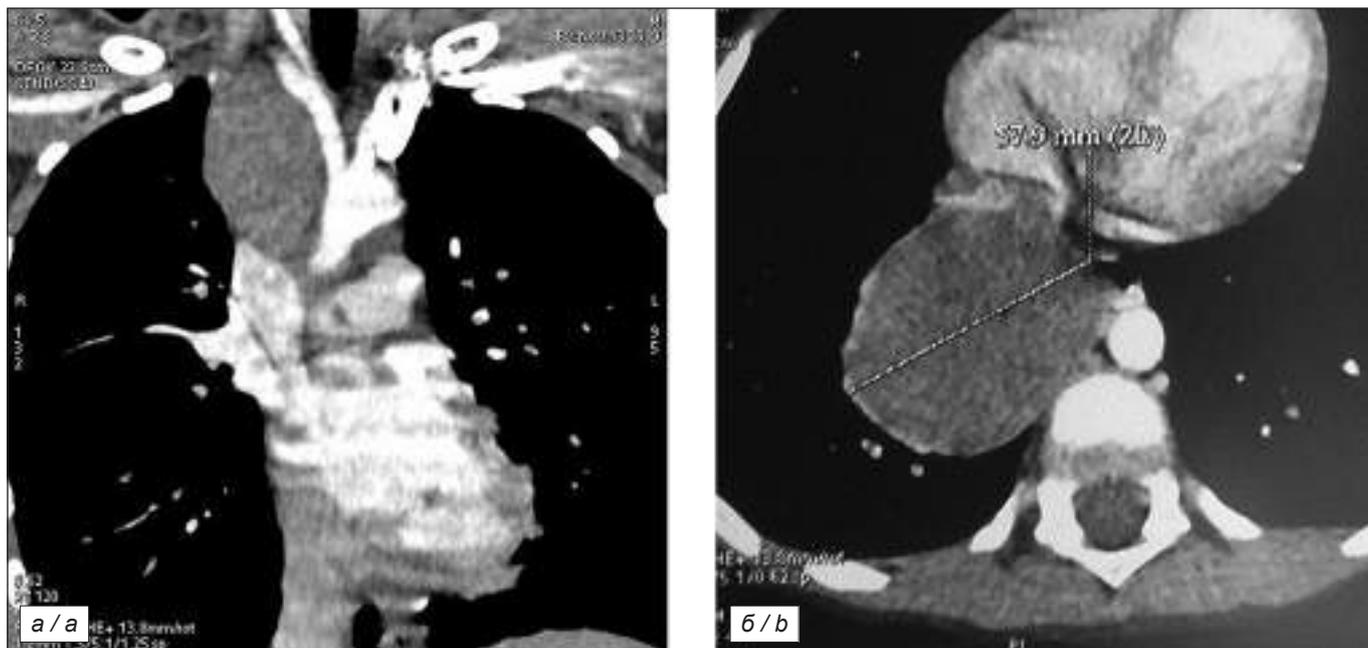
Мультиспиральная компьютерная томография с позиционированием объёмного образования в различных проекциях: *a* – фронтальный срез; *б* – поперечный срез.
